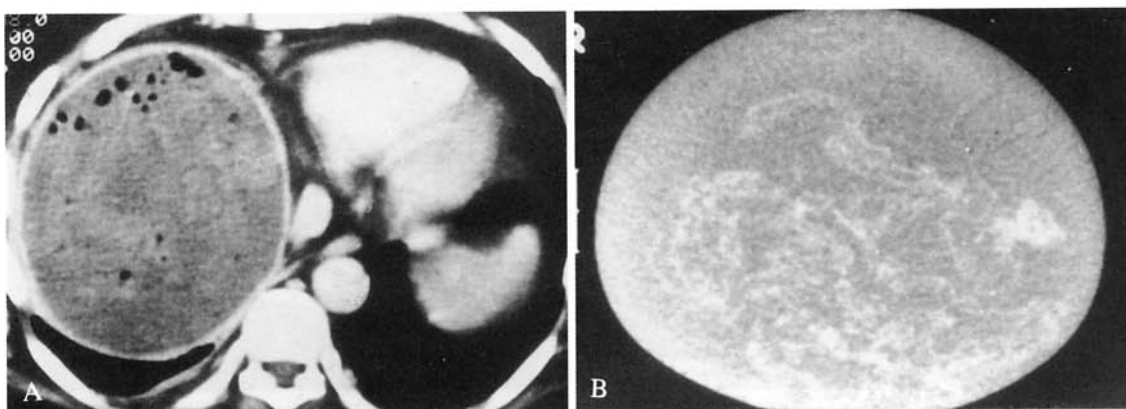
A) TC diretta: formazione tondeggianti ipodensa con multiple immagini lineari di tenue iperdensità ad andamento convoluto. B) L'aspetto TC del modello sperimentale è estremamente simile al corrispettivo «in vivo».
